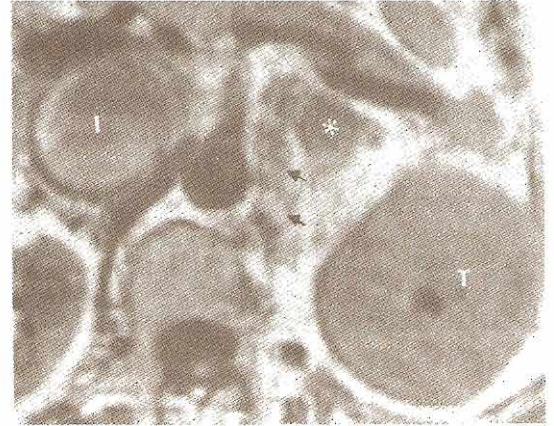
Capacidad de IRM para identificar las etapas de un carcinoma de células renales. Arriba izquierda: Demostración de adenopatía, imagen de intensidad T1. Los ganglios linfáticos parahiliares izquierdos (N) elevan la arteria renal izquierda (flechas sólidas) y también hay ganglios linfáticos hipertrofiados (*) en la ventana aorta-cava. Se observa bien la diferencia entre ganglios con señal de intensidad media y la señal de baja intensidad de los vasos (flechas abiertas). A, aorta. Arriba derecha: Carcinoma de células renales (T) del riñón izquierdo. Vena cava inferior (I) con extensión del tumor a la glándula suprarrenal izquierda (*) y al interior de la vena cava inferior (I). Ganglios hipertrofiados (flechas). Abajo izquierda: Imagen sagital mostrando tumor trombotico grande en la vena cava inferior (I) con extensión del tumor hacia aurícula derecha (flechas). Abajo derecha: Carcinoma grande de células renales (T) del riñón derecho (K). Un hallazgo incidental es la disección aórtica (flechas pequeñas). El paciente expiró poco después de practicado el estudio a causa de la rotura de la aorta.
